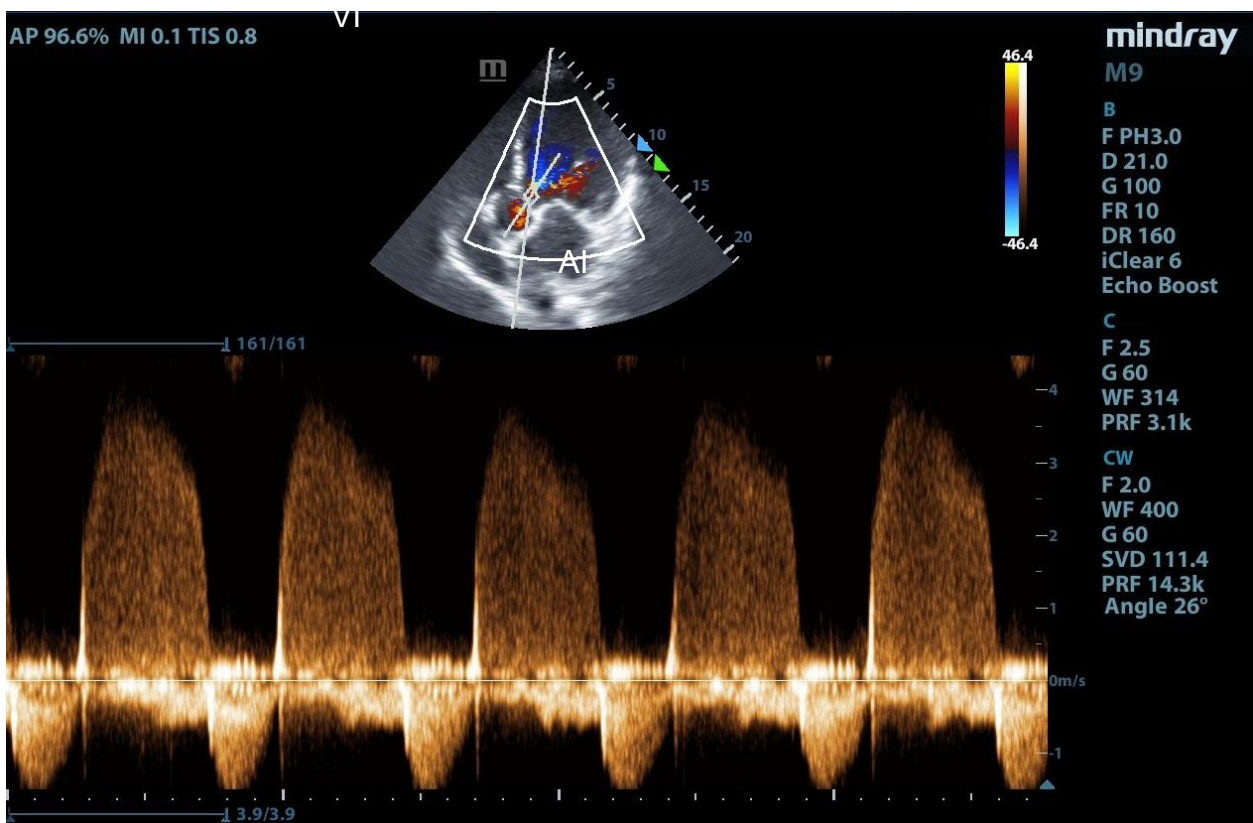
Ventana paraesternal eje largo. Doppler color. Ventriculo derecho (VD), ventriculo izquierdo (VI), auricula izquierda (AI)
